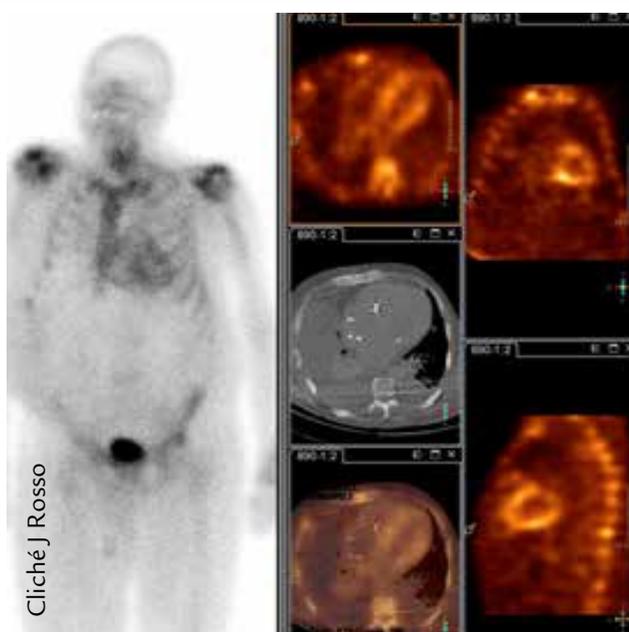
Scintigraphie Corps entier avec traceur HMDP de face et de dos. Même patient avec scintigraphie couplée à un scanner pour une meilleure localisation des atteintes cardiaques. Amylose systémique sénile.
